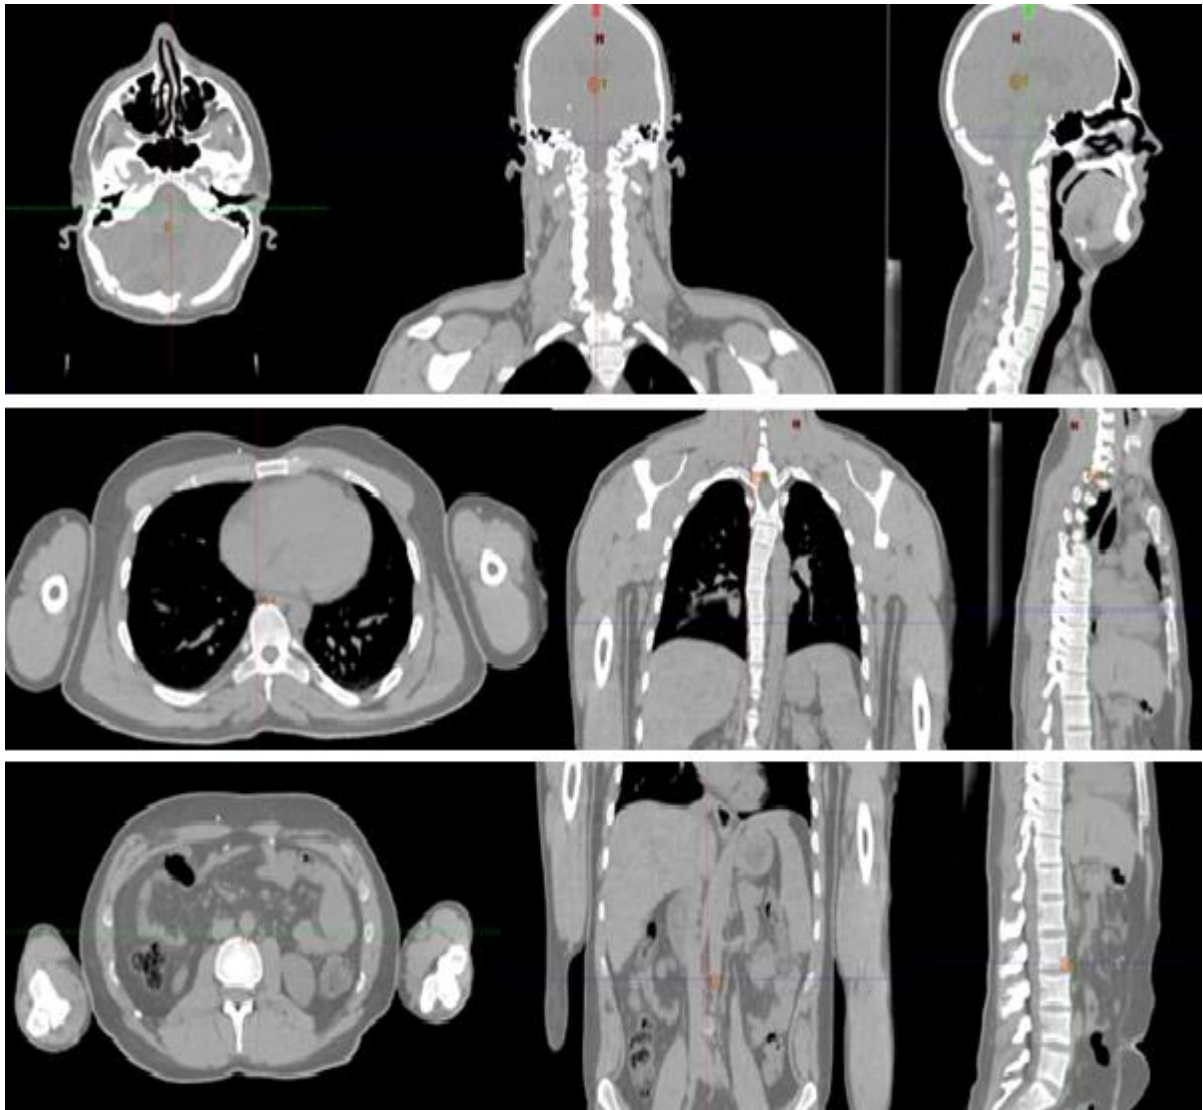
CBCT preseki pacijenta u XVI sistemu
